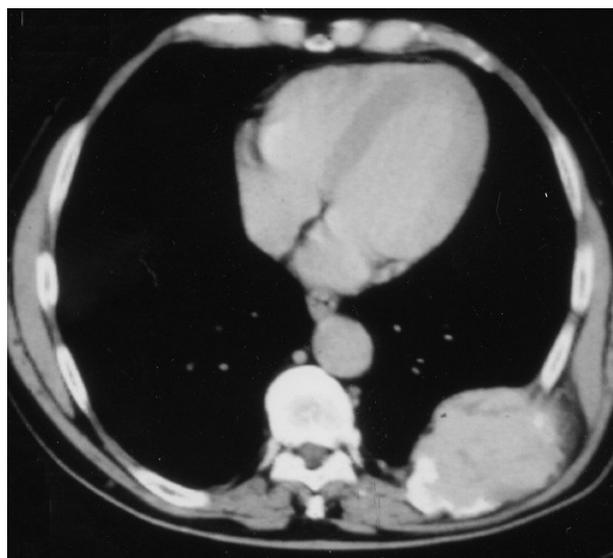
TAC torácica en el que se observa el tumor en región dorsal izquierda de 8 cm de diámetro con infiltración de la pared costal.
